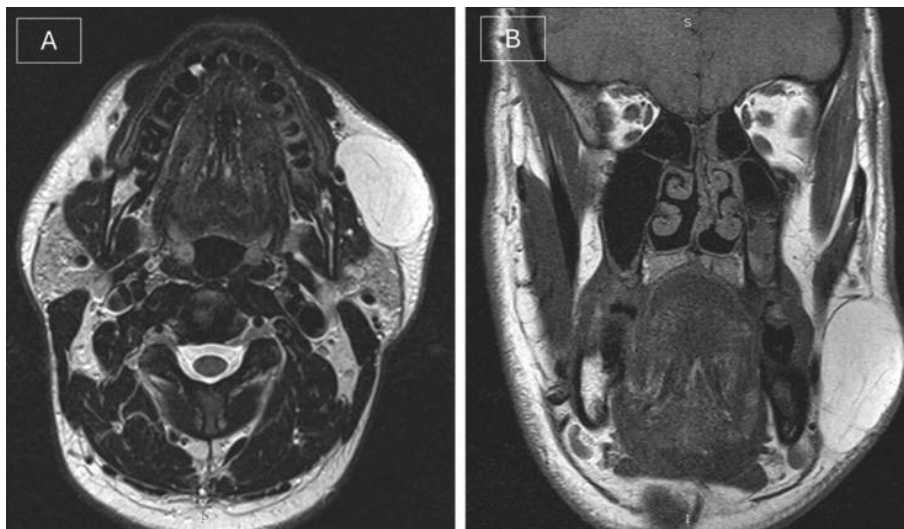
Resonancia magnética preoperatoria en T1.
